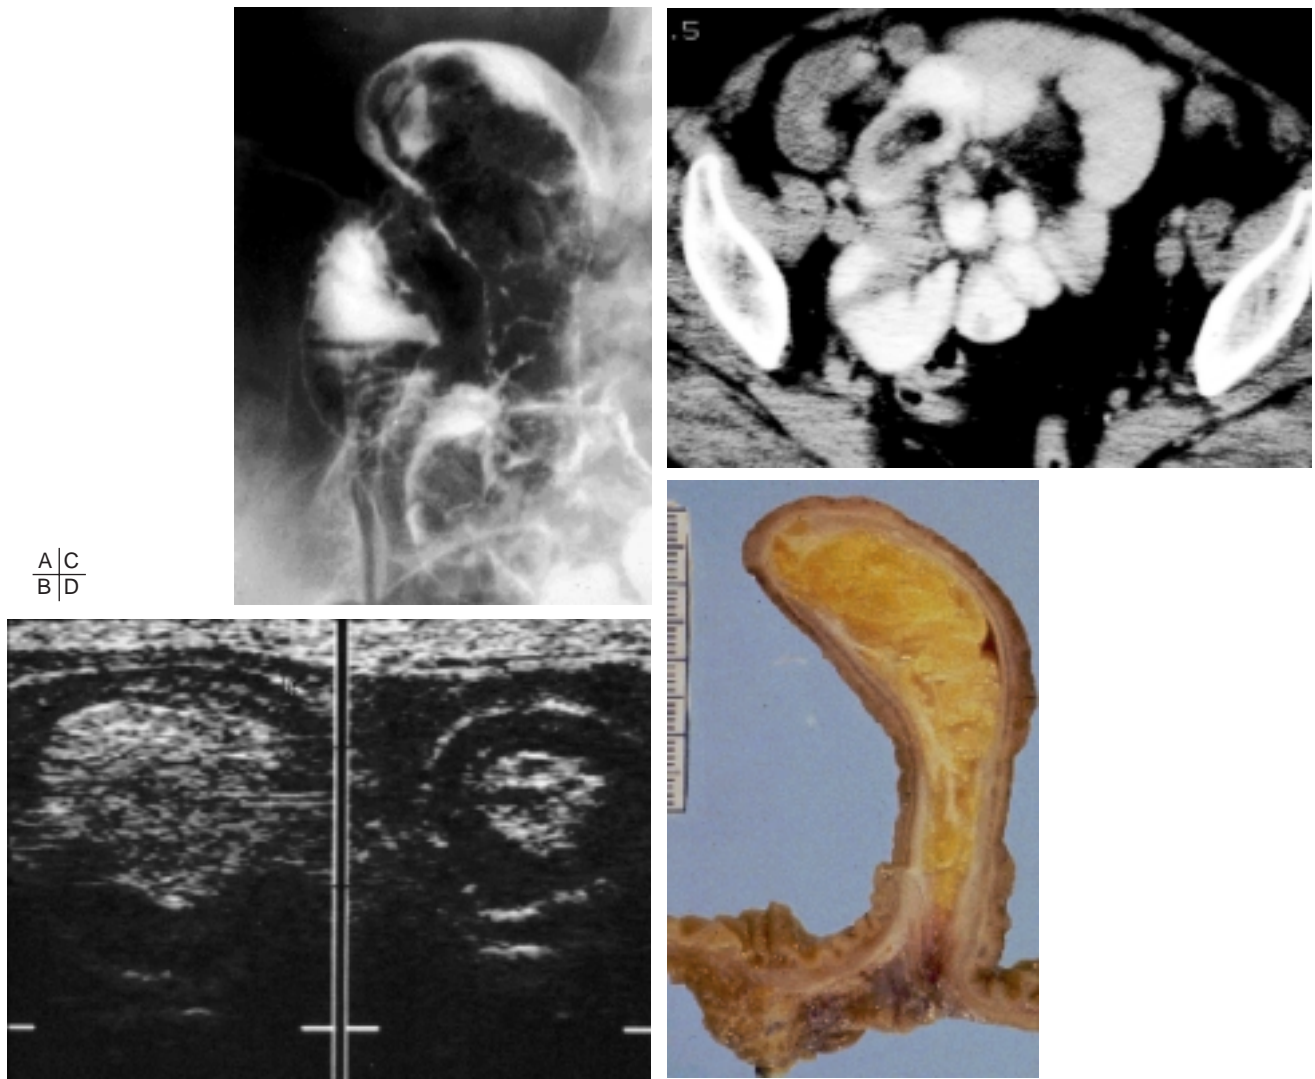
Le transit du grêle identifie une image lacunaire avec un aspect d'invagination (A) visible également sur l'échographie (B) le scanner (C) et la pièce opératoire (D).
